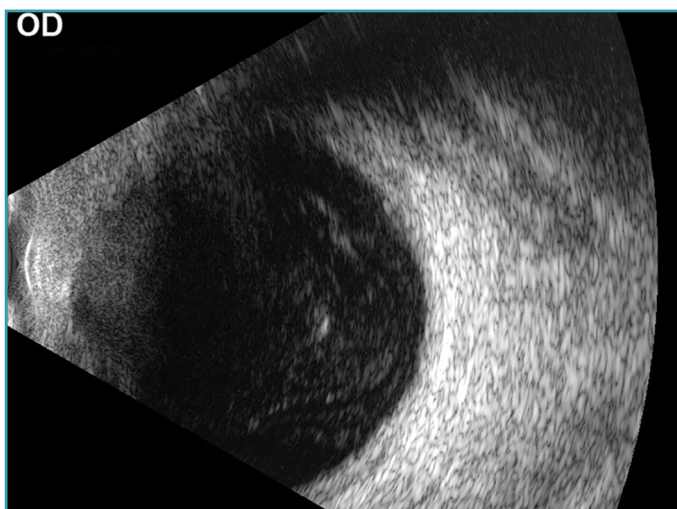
Ecografía ocular que mostró desprendimiento de retina crónico en embudo y desprendimiento coroideo superior.
